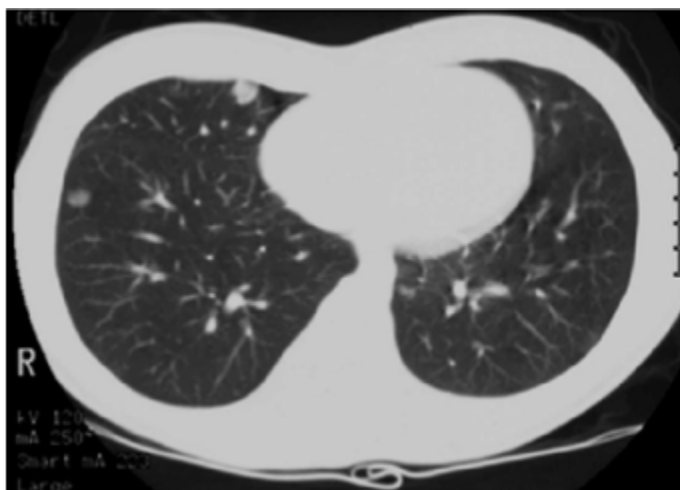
TDM thoracique en coupe axiale avec injection de produit de contraste mettant en évidence plusieurs nodules au sein du parenchyme pulmonaire : métastases d'un sarcome d'Ewing.
